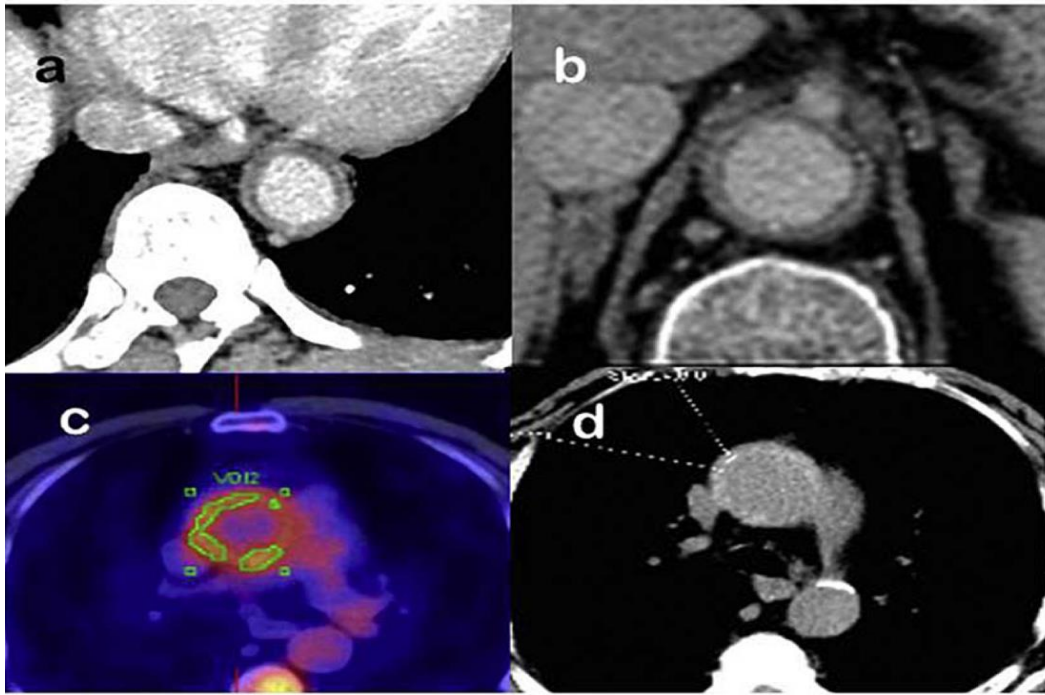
Aortite à cellules géantes montrant un rehaussement pariétal post-contraste tardif à l'angio-TDM.
